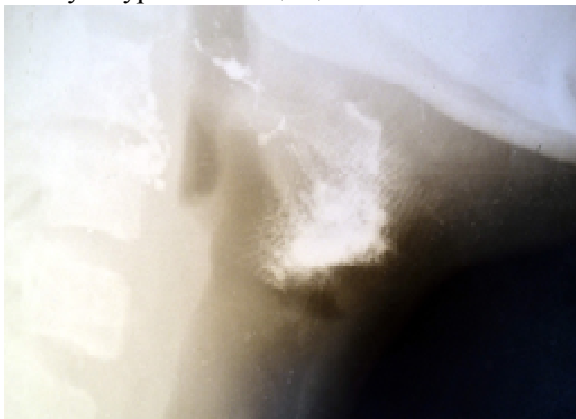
В ділянці верхньої третини бічної поверхні шиї визначається депо рентгеноконтрастної речовини на місці розташування кісти з фестончастими краями по периферії (1) та наявність її по ходу нориці (2).
